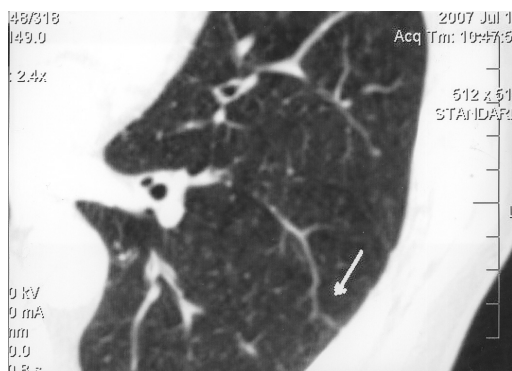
МСКТ больного А. 50 лет (х2). Диагноз: ХОБЛ тяжелой степени. Сахарный диабет 2-го типа, средней тяжести, диабетическая ретинопатия I ст.; длительность диабета — 8 лет. Стрелкой указан расширенный четкообразной формы сосуд в паренхиме IX сегмента левого легкого.
